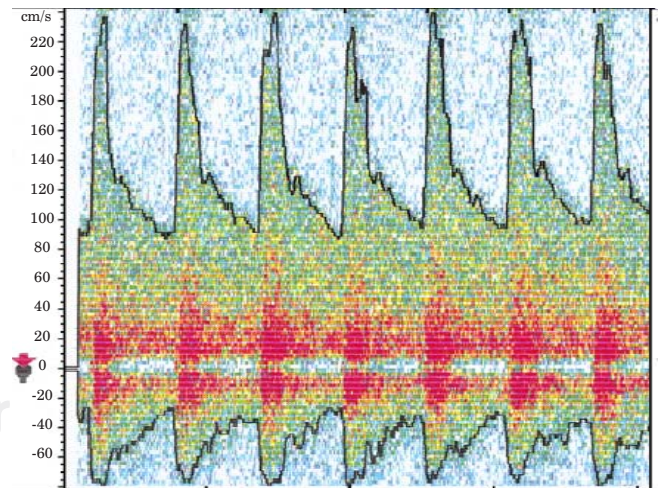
Ultrasonido Doppler de la ACM donde se observa pico sistólico en 230 cm/s y diastólico en 90 cm/s en un enfermo con vasoespasma secundario a ruptura de aneurisma.
